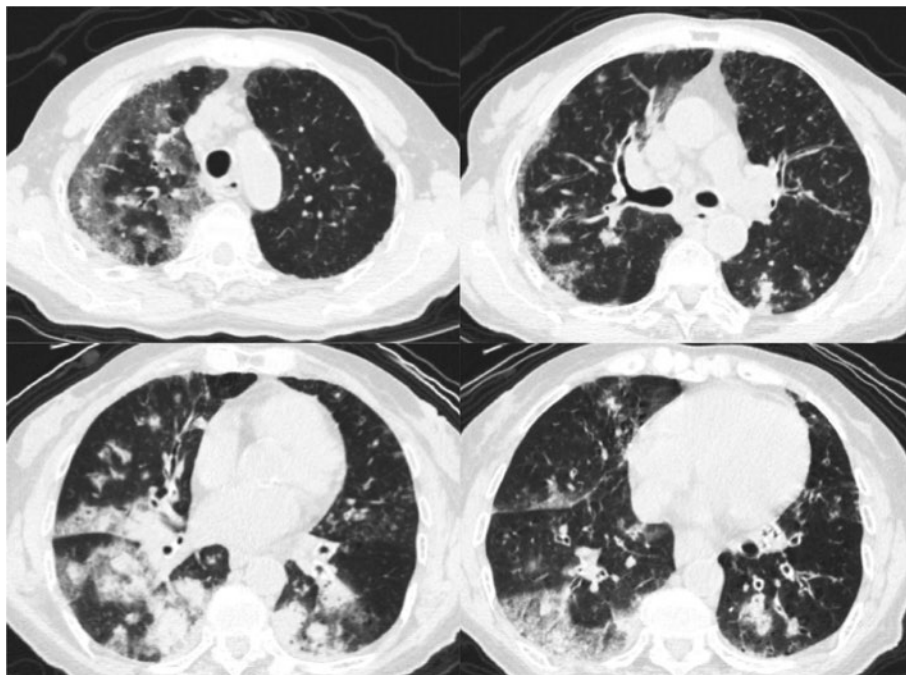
入院時胸部CT。両肺に多発斑状影、胸膜下に優位なすりガラス陰影を認めた。
